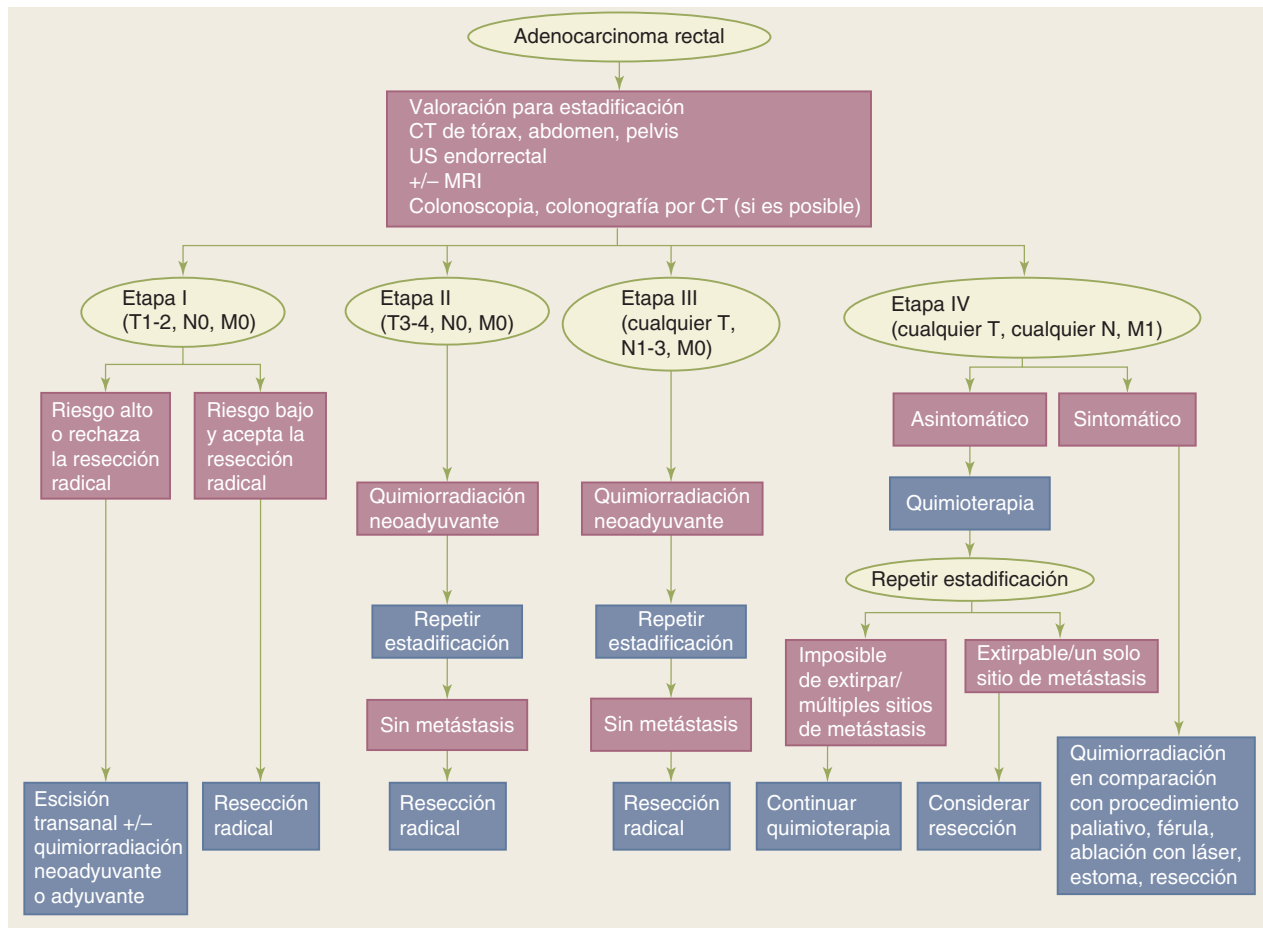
Algoritmo diagnóstico para cáncer rectal. CT, tomografía computarizada; MRI, imágenes por resonancia magnética; US, ecografía.
